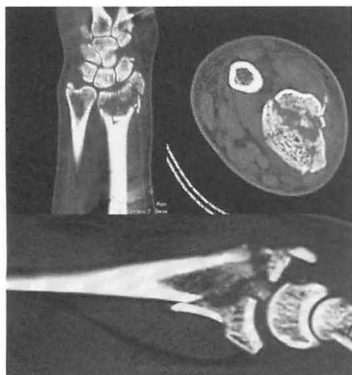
創外固定を装着した状態で骨折部の評価を CT で施行した。
